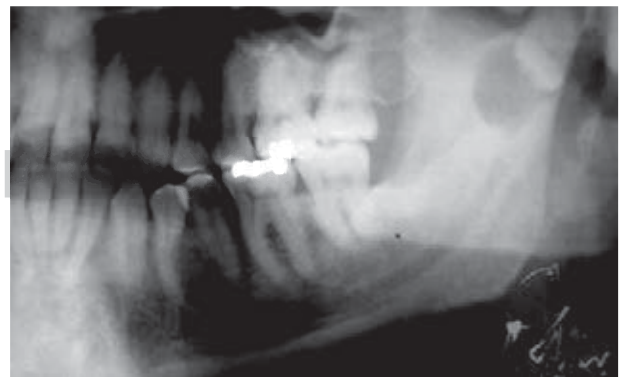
Ortopantomografía donde se aprecia el tercer molar ectópico en cóndilo y zona radiolúcida adyacente.
